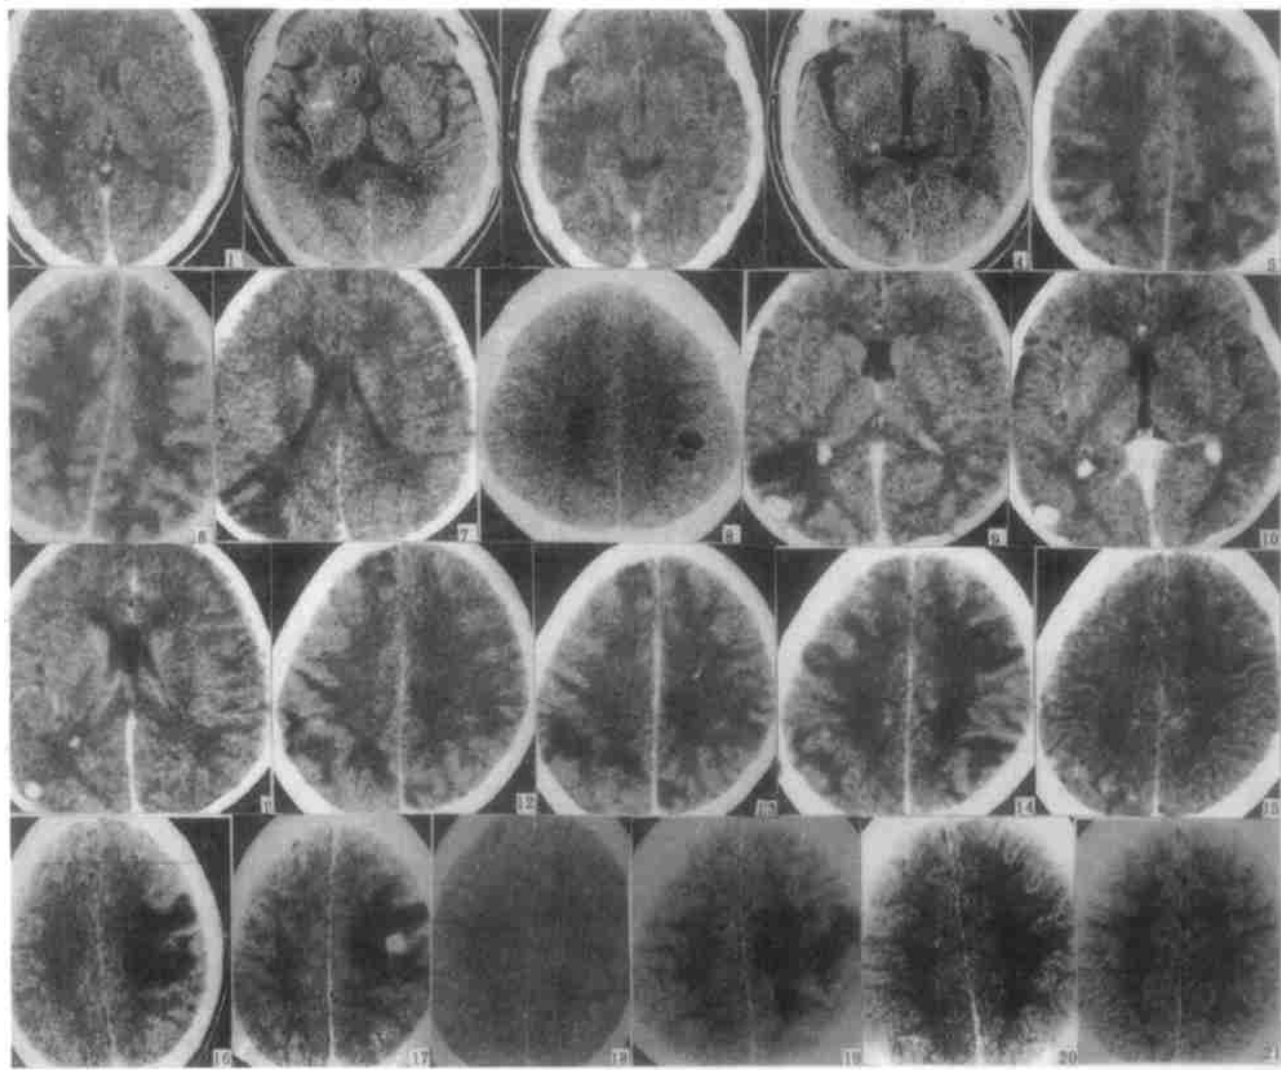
增强扫描显示左基底节区 3 个囊状灶内见点状高密度和颞叶一大片状水肿区内有环状增强, 右颞枕部一囊状灶 图 2 3 个疗程后 CT 增强扫描显示病灶消失或钙化 图 3 增强扫描显示左颞叶大片状水肿区, 右基底节区一囊状灶内见点状高密度 图 4 左侧病灶钙化, 右侧演变成较大的囊状灶 (3 个疗程后 CT 增强扫描) 图 5 平扫额顶叶多发性小囊型灶和片状水肿区 图 6 增强扫描显示囊壁呈环状强化伴片状水肿区 图 7 平扫显示右顶叶两个大囊型灶 (其一内见点状高密度) 和一个钙化灶 图 8 平扫左枕叶大片状水肿区 图 9 增强扫描后水肿区内可见双环状病灶 图 10 环状病灶周水肿消失 (1 个疗程后 CT 增强扫描) 图 11 双环状灶演变成结节灶 (3 疗程后 CT 增强扫描) 图 12 平扫顶叶多发性片状水肿区 图 13 增强后水肿区内无强化灶 图 14 部分水肿区范围扩大, 部分水肿区内尚见小的结节和环状强化 (3 个疗程后 CT 增强扫描) 图 15 部分病灶消失, 部分钙化 (5 疗程后 CT 增强扫描) 图 16 平扫显示右顶叶片状水肿区 图 17 片状水肿区内见有结节状强化 图 18 3 个疗程后 CT 增强扫描显示病灶消失 图 19 平扫显示顶叶大片水肿区 图 20 1 个疗程后平扫显示水肿区范围缩小 图 21 3 个疗程后平扫显示水肿区消失
